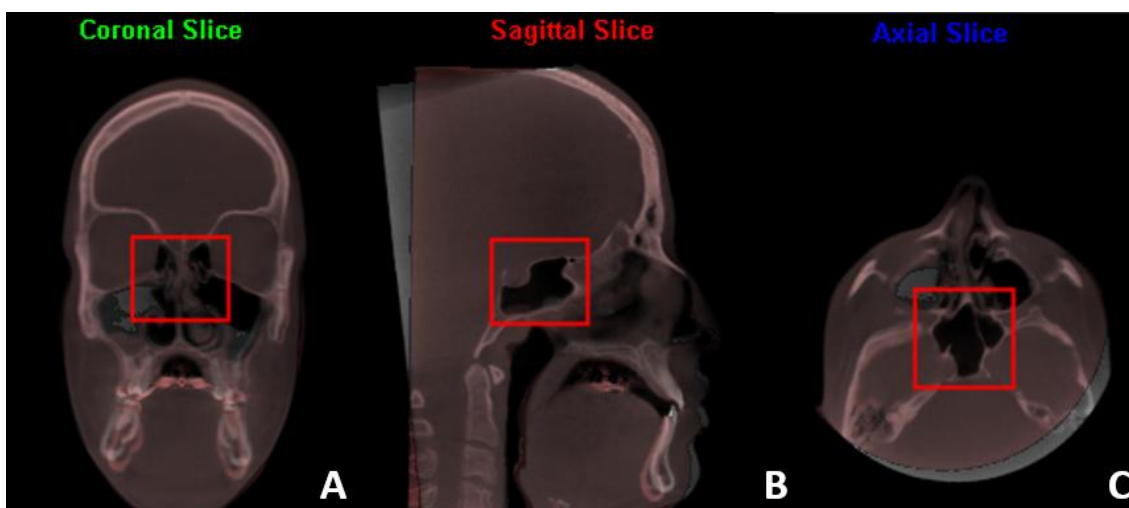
Orientação do crânio na tomografia T1
